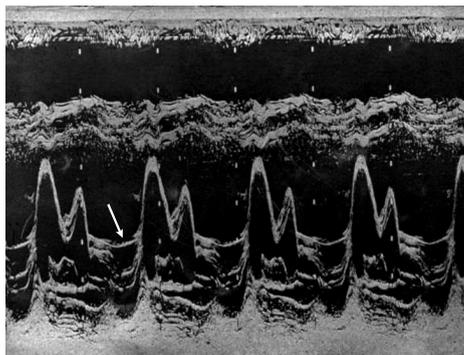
Эхокардиограмма больного с пролапсом митрального клапана. М-режим, парастернальный доступ. Стрелкой показано смещение створок митрального клапана вниз от точки их смыкания.
